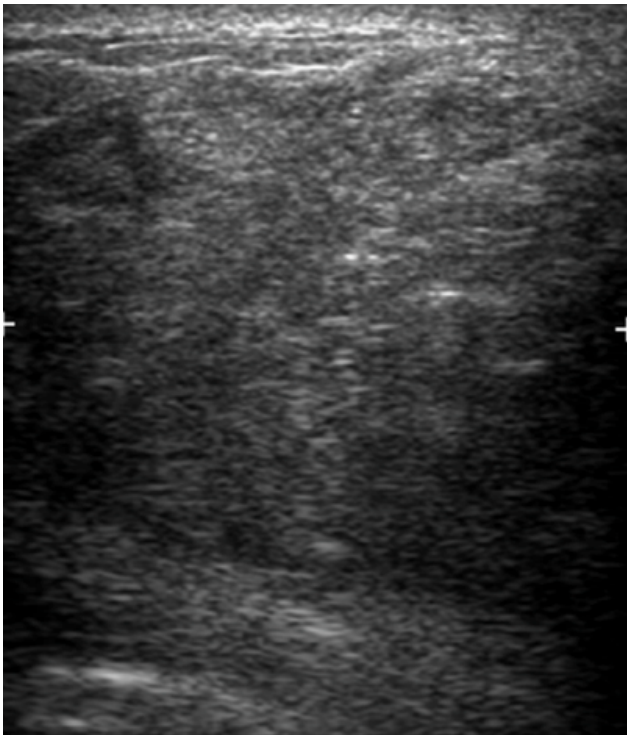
Ecografía MI CSE. Momento de la consulta
